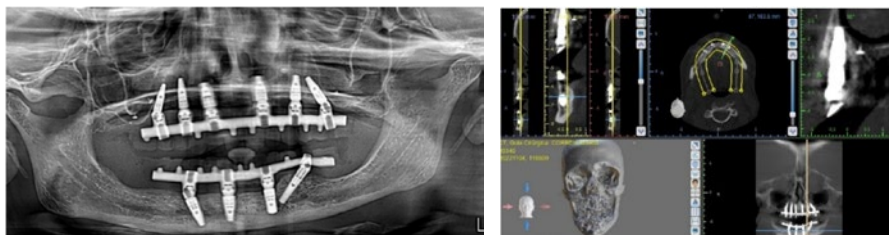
Próteses provisórias fixas sobre implantes novos e 1 antigo na mandíbula. Imagens de CBCT permitem comprovar formação óssea em redor de um dos novos implantes.
